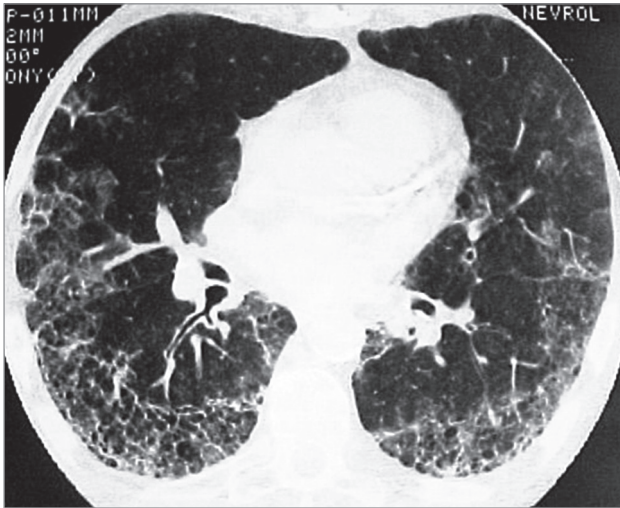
Хроническая форма амиодарон-индуцированной легочной токсичности; паттерн обычной интерстициальной пневмонии. Компьютерная томография (по Орловой Г.П. и др., 2021 [248])
